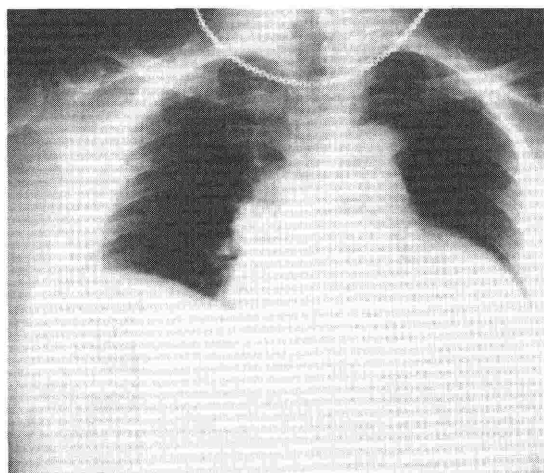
術前胸部X線所見；上縦隔および心陰影の拡大を認める。
